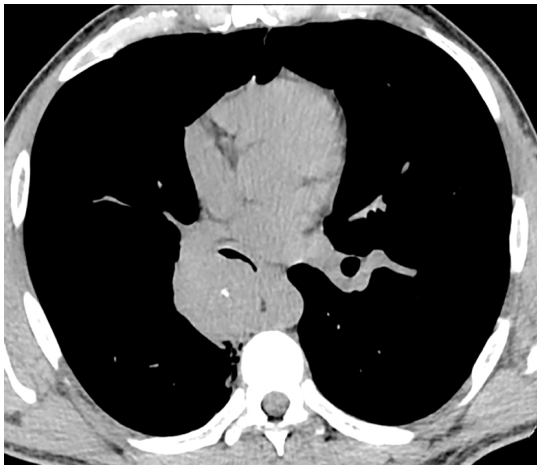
Комп'ютерна томограма пацієнта з периферичним карциноїдом проміжного бронха.
